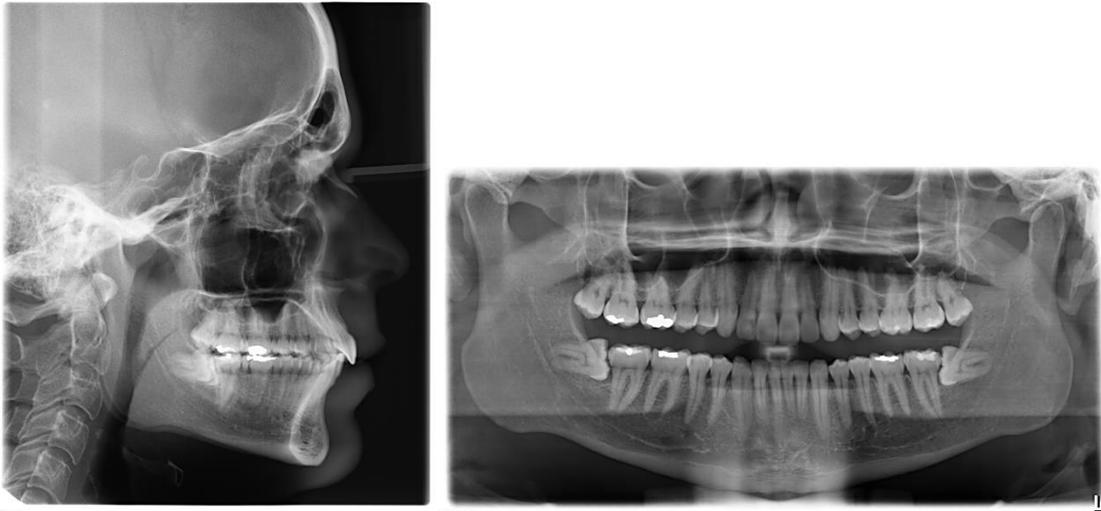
(A- B) – Telerradiografias Finais A) Perfil B) Panorâmica
